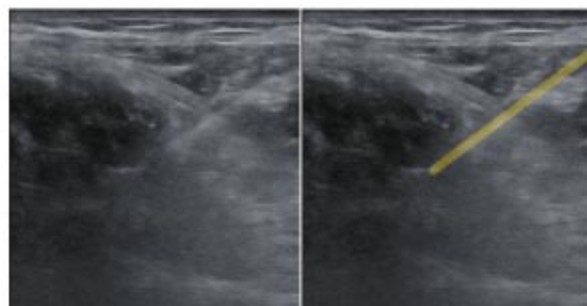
在超音波導引下進行髖關節玻尿酸注射的影像，黃色圖示為針身。
